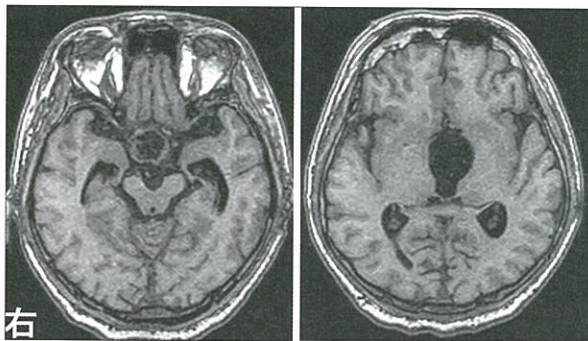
術中MRI画像 (T1)。腫瘍は全摘出されており、頭蓋内出血も存在しない。
